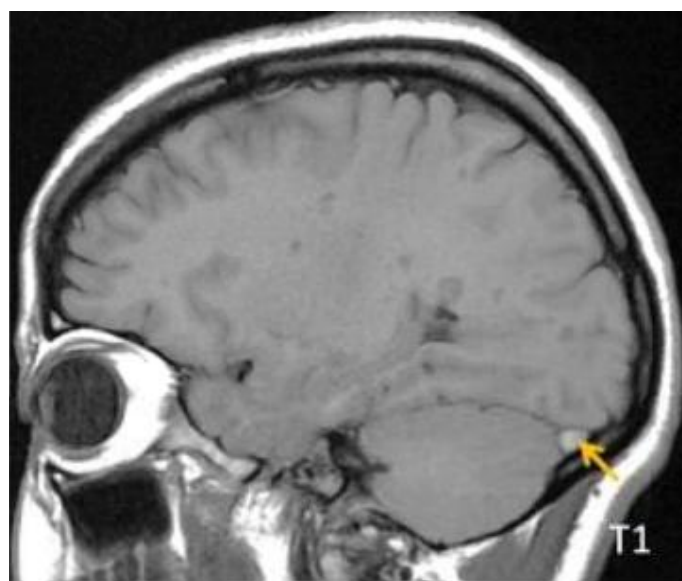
IRM cérébrale en coupe sagittale montrant un thrombus au niveau du sinus latéral gauche en hypersignal en T1 →.
